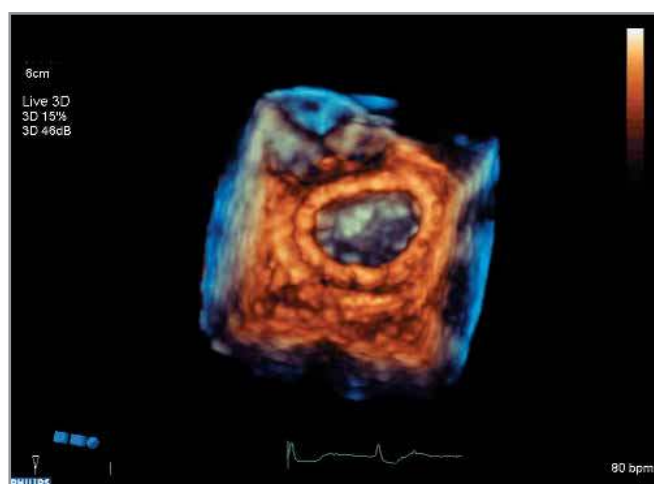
Echocardiographie 3D temps réel. Vue chirurgicale (depuis l'oreillette gauche) de la valve mitrale normale après réparation d'un prolapsus de P3 et mise en place d'un anneau. Les points sont bien visibles.
